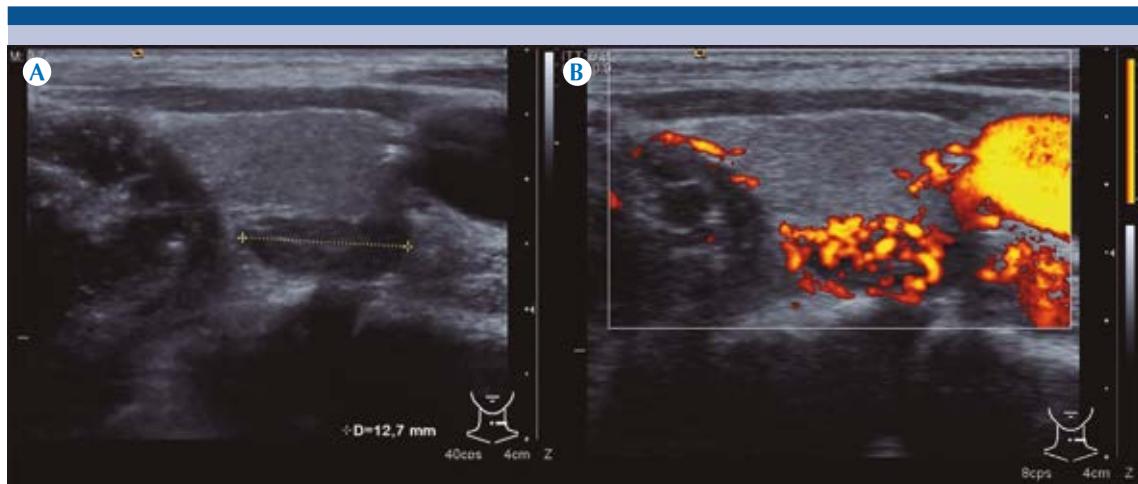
Ecografía de cuello, imágenes axiales. A) Escala de grises: aumento en las dimensiones de la glándula paratiroides izquierda. B) Power Doppler: incremento en la saturación del color en el parénquima paratióideo
